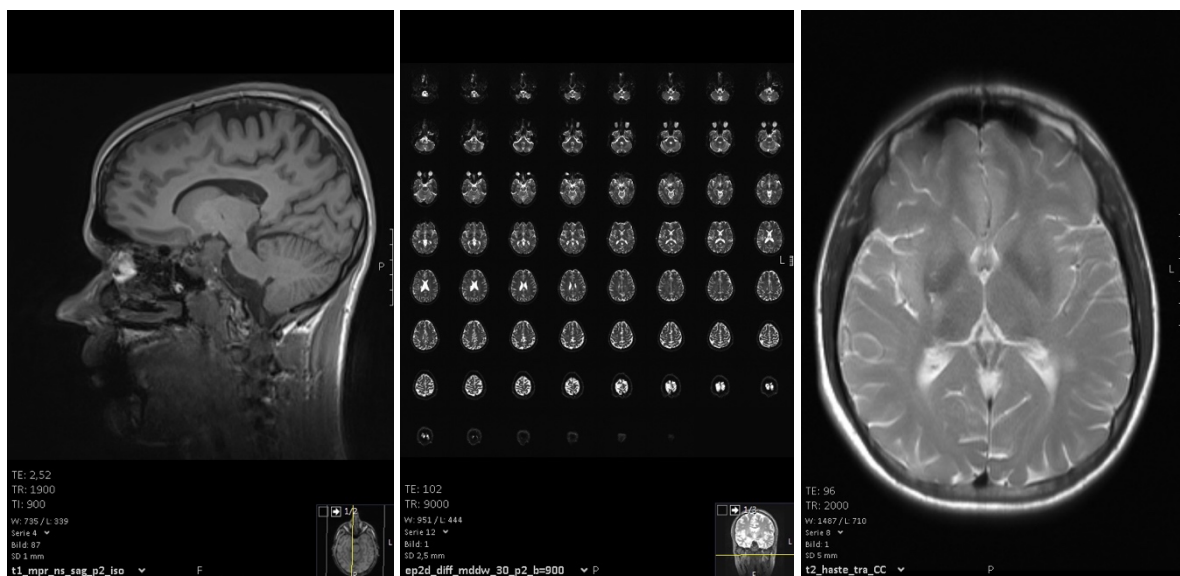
a. MRT T1 - Sequenz, b. Scan Übersicht, c. MRT T2 - Sequenz
